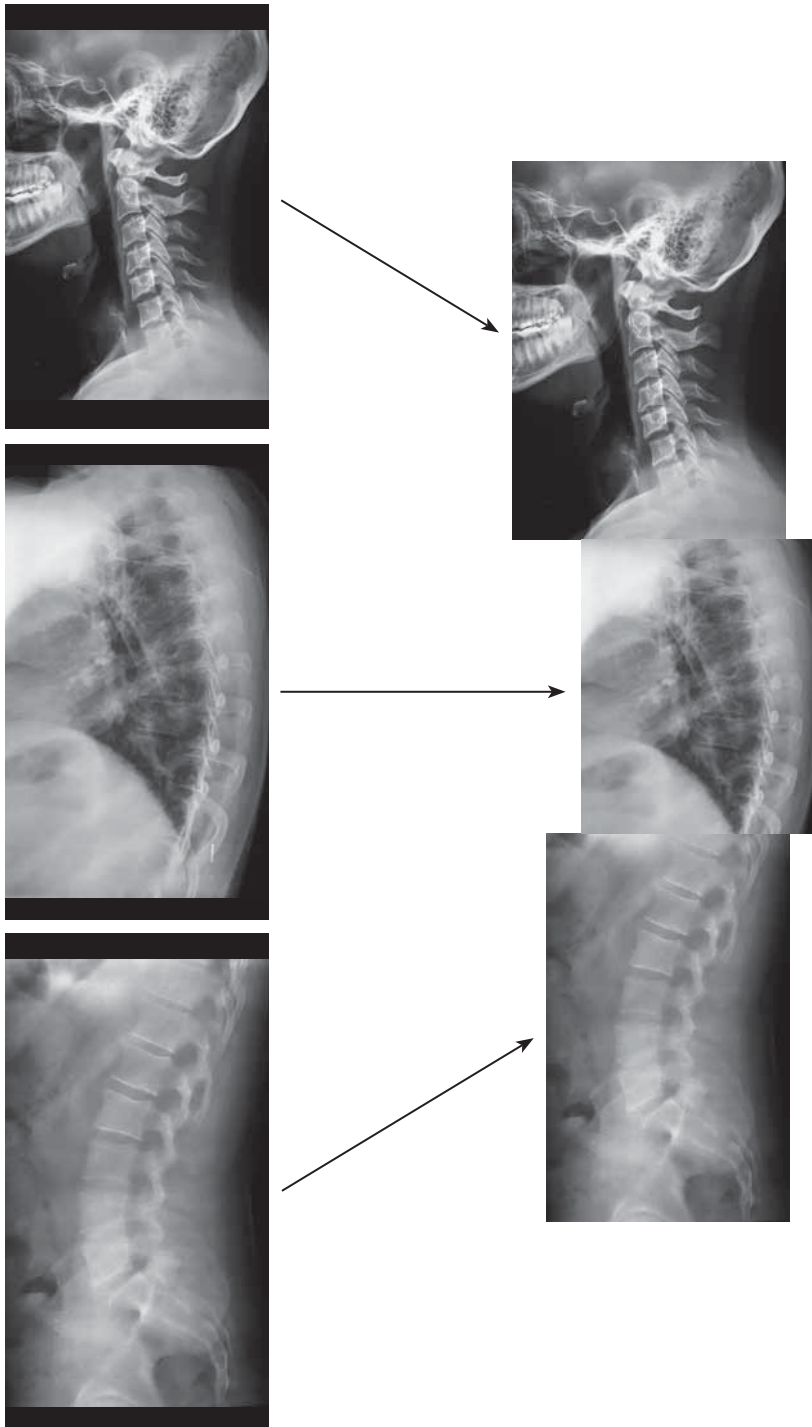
Способ получения единого цифрового рентгенологического изображения (модели) позвоночника в сагиттальной проекции. Цифровые рентгенограммы отделов и единая цифровая рентгенограмма позвоночника в сагиттальной проекции пациента С., 32 года.
